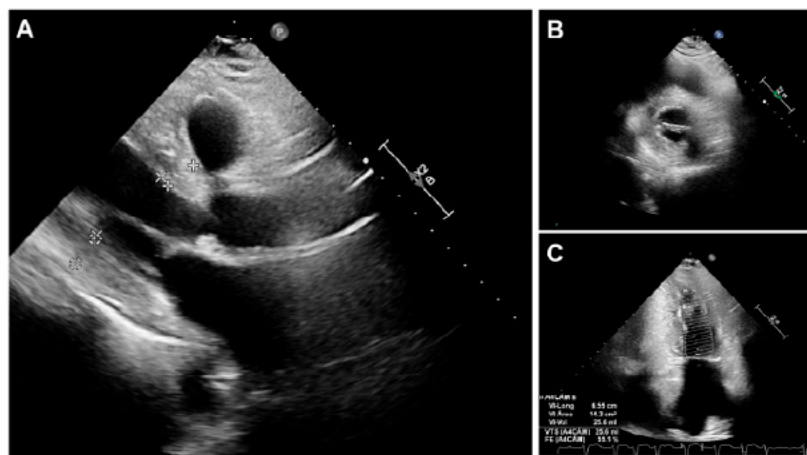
Ecocardiografía con signos de hipertrofia ventricular izquierda concéntrica moderada en proyección de paraesternal eje largo (A), paraesternal eje corto (B) y cuatro cámaras (C).
